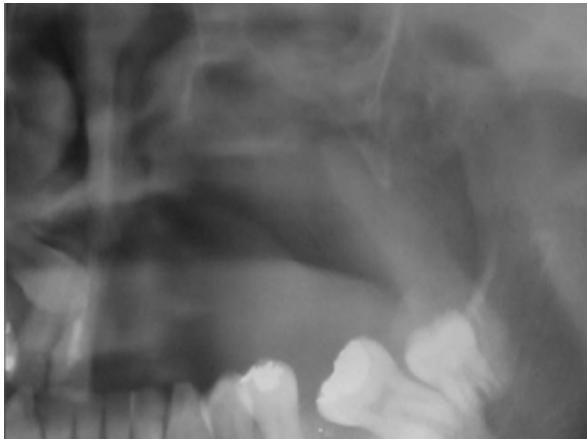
Radiografía de control. Seis meses.
